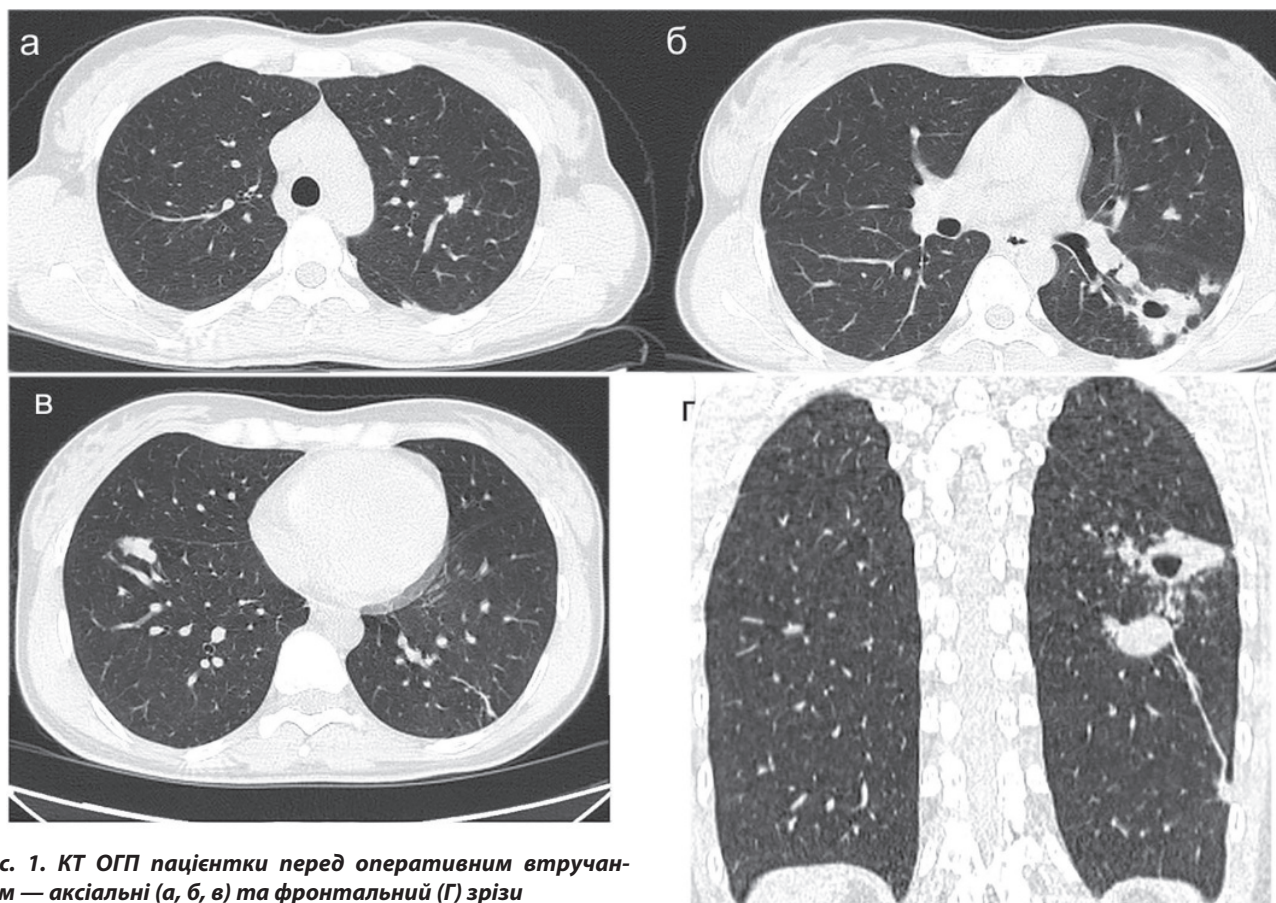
КТ ОГП пацієнтки перед оперативним втручанням — аксіальні (а, б, в) та фронтальний (Г) зрізи
